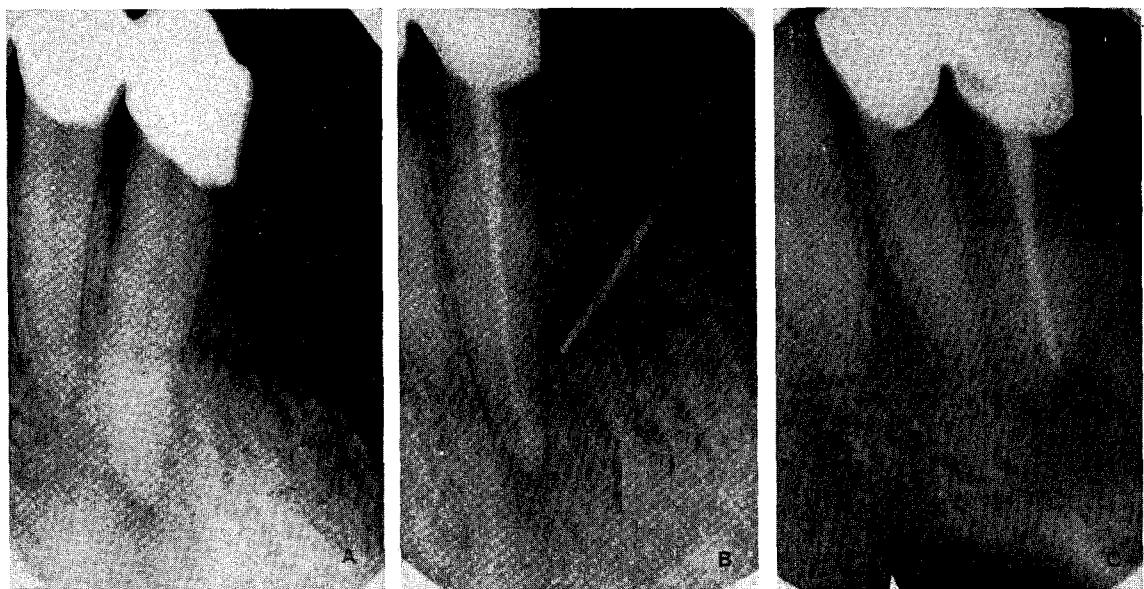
A) Preoperative radiograph (non-vital tooth).
